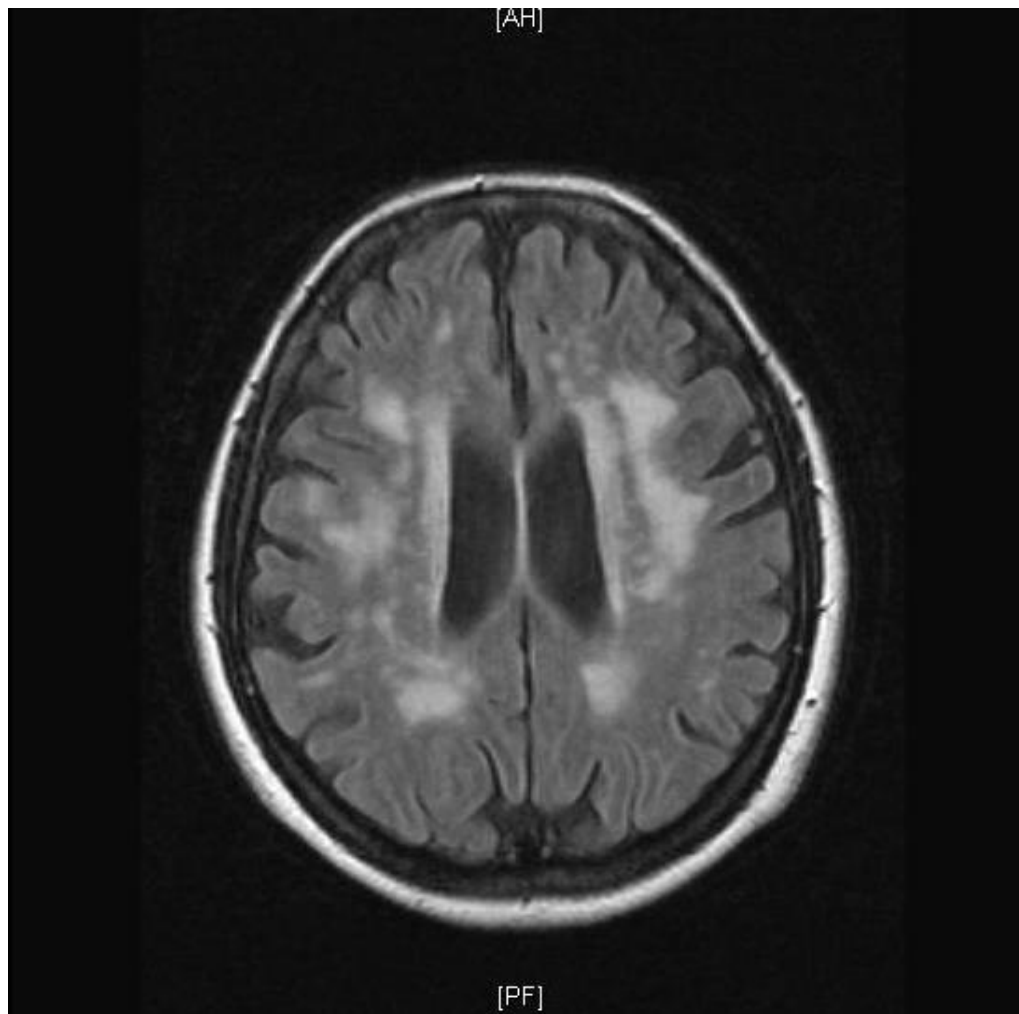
Patient 1: MRT, schwere Mikroangiopathie mit flächigen Marklagerveränderungen
